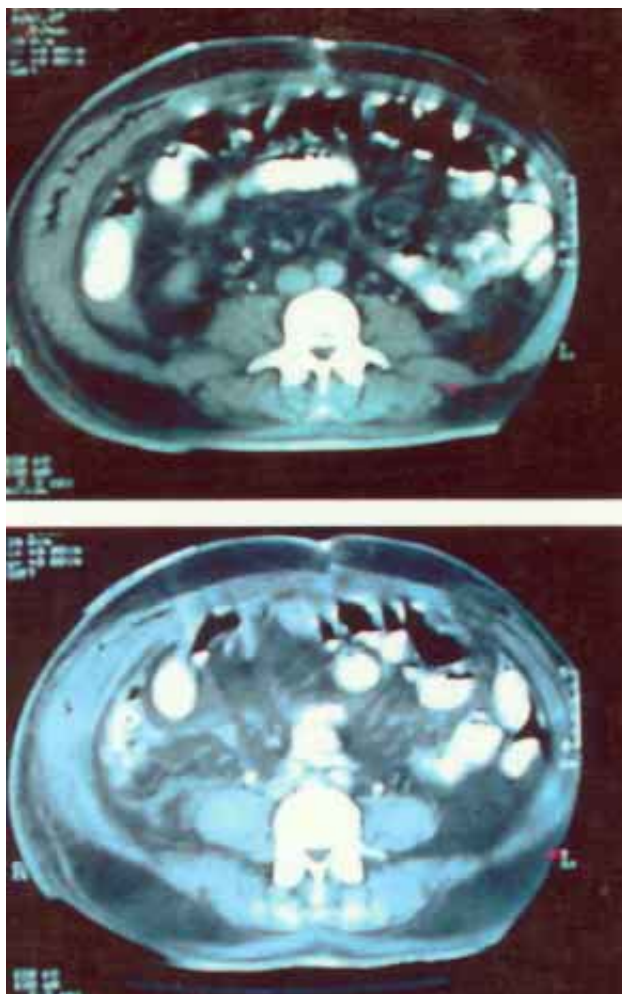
Tomografía abdominal que muestra zona de licuefacción y edema en la pared abdominal del lado derecho de aproximadamente 2.0 cm<sup>3</sup>.
